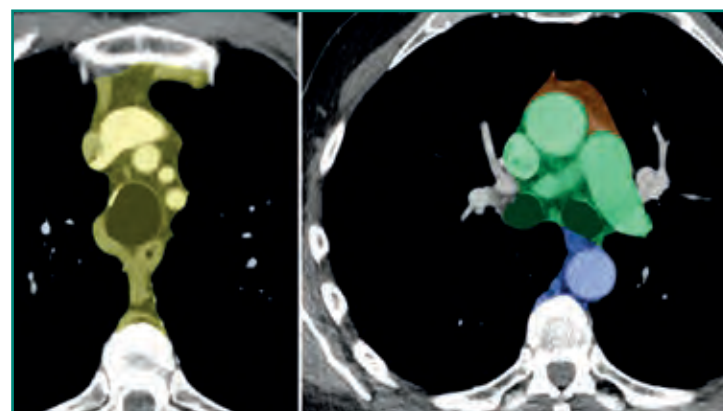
Apariencia en TC de las diferentes partes del mediastino en el plano axial. Superior (amarillo), anterior (naranja), medio (verde) y posterior (azul).
